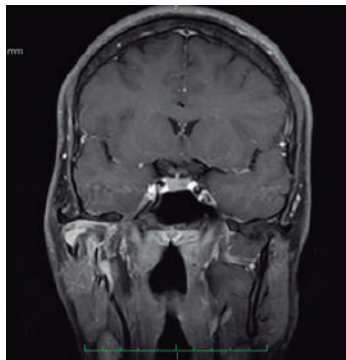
Resonancia nuclear magnética en T1. Corte coronal donde se observa área hiperintensa de límites definidos circunscrita en relación al cuello del cóndilo mandibular
